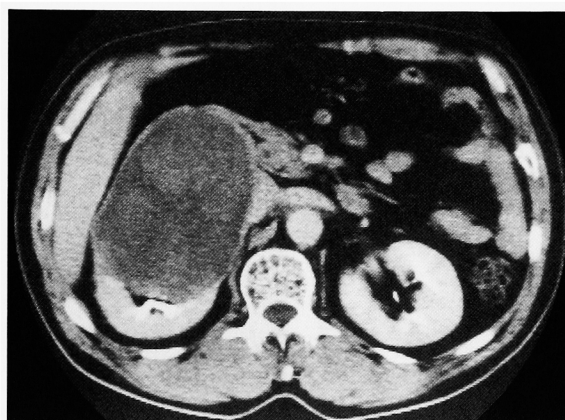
The tumor showed no dye enhancement on the CT scan.
